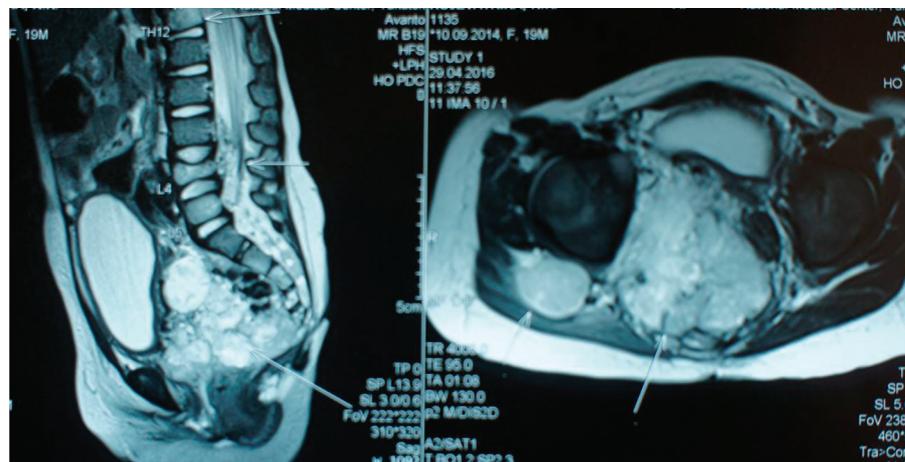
МРТ ребенка 1,5 лет: рецидивная опухоль малого таза и промежности
